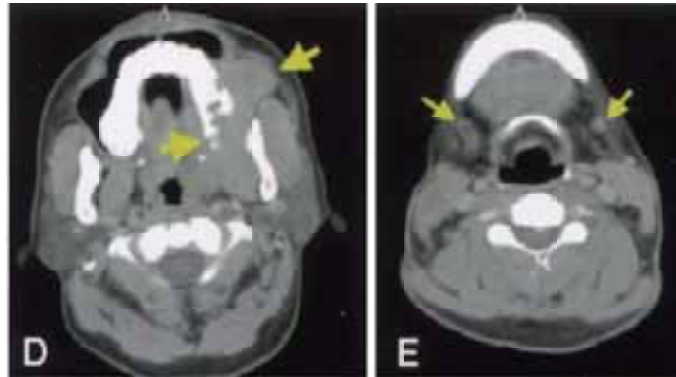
d) La tomografía computarizada muestra lesiones múltiples de tejidos blandos con destrucción ósea localizadas en el maxilar ocupando el seno y la rama mandibular.
